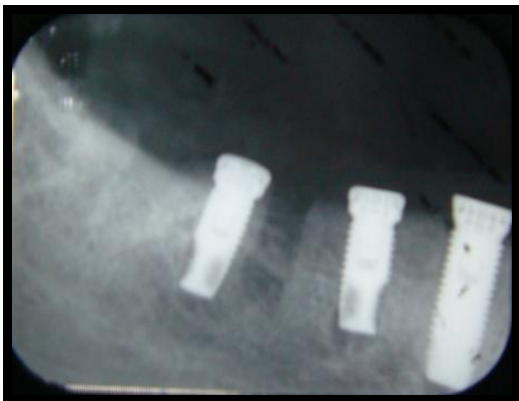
Piezas 44-45-46. Radiografía postoperatoria.
